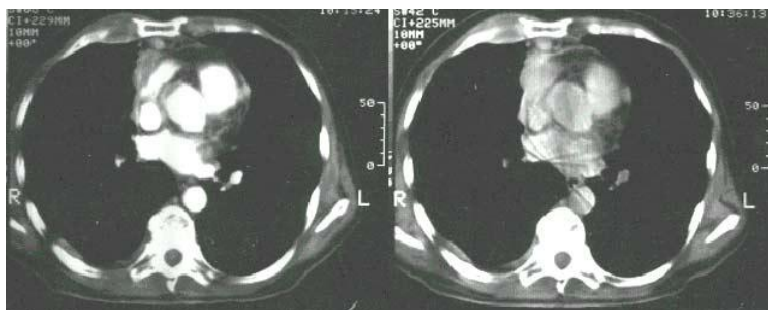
Imágenes de TAC pulmonar.
